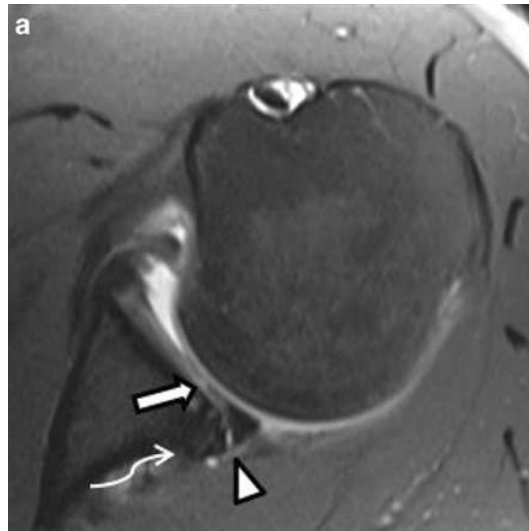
Axiale T1 MRT eines 29-jährigen Baseballspielers zeigt eine Bennett-Läsion (geschwungener Pfeil) sowie eine Läsion des posterioren Labrums mit paralabraler Zyste (Pfeilkopf) und eine Fissur des posterioren Glenoidalknorpels (Pfeil) (103)
